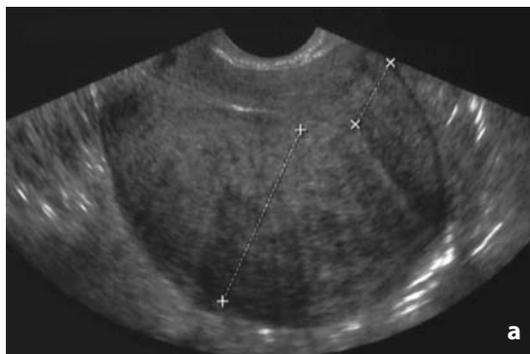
Ecografia. Adenomiosi, forma diffusa. a A livello della parete posteriore, si osserva immagine a "pettine". Da notare l'asimmetria di spessore tra parete anteriore e posteriore (reperi). b Forma diffusa: si nota la presenza di foci iperecogeni (freccette) nel contesto del miometrio; scarsa delineazione della zona giunzionale. c Forma diffusa. Presenza di piccole aree cistiche nel contesto del miometrio
